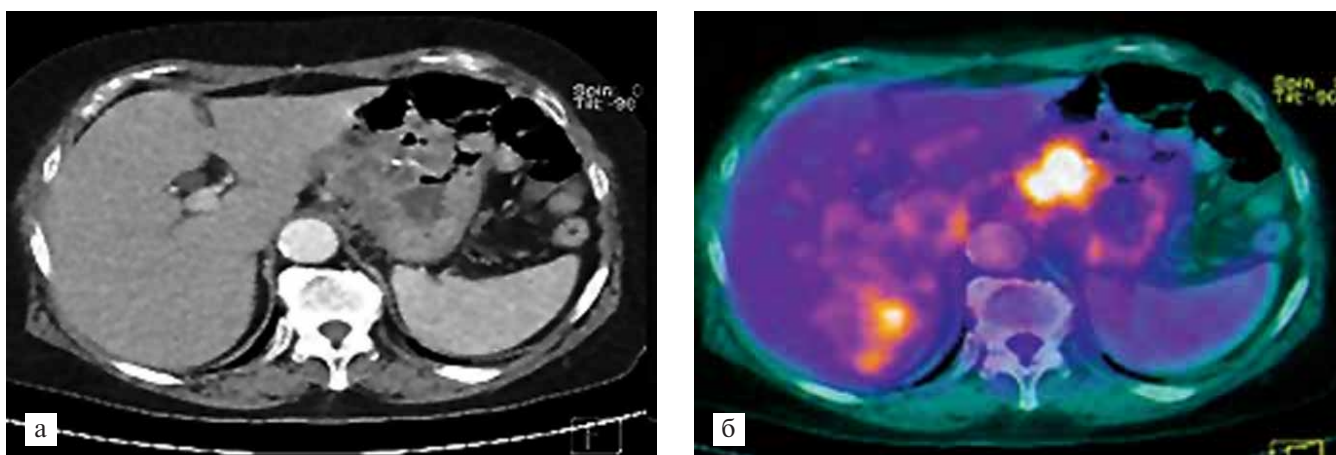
Состояние после резекции желудка и химиотерапии по поводу рака. Рецидив. При КТ (а) в зоне анастомоза выявляется утолщение стенки, неоднородной плотности. При ПЭТ/КТ (б) отмечается локальный участок гиперметаболизма в зоне анастомоза — рецидив.
